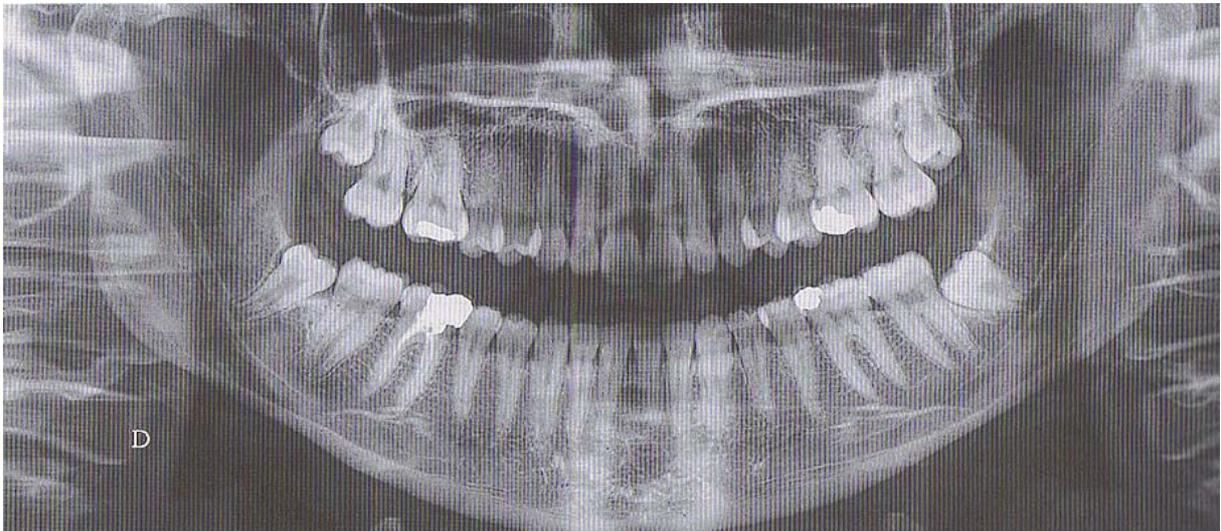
Orthopantomogramme (OPT) [3].
